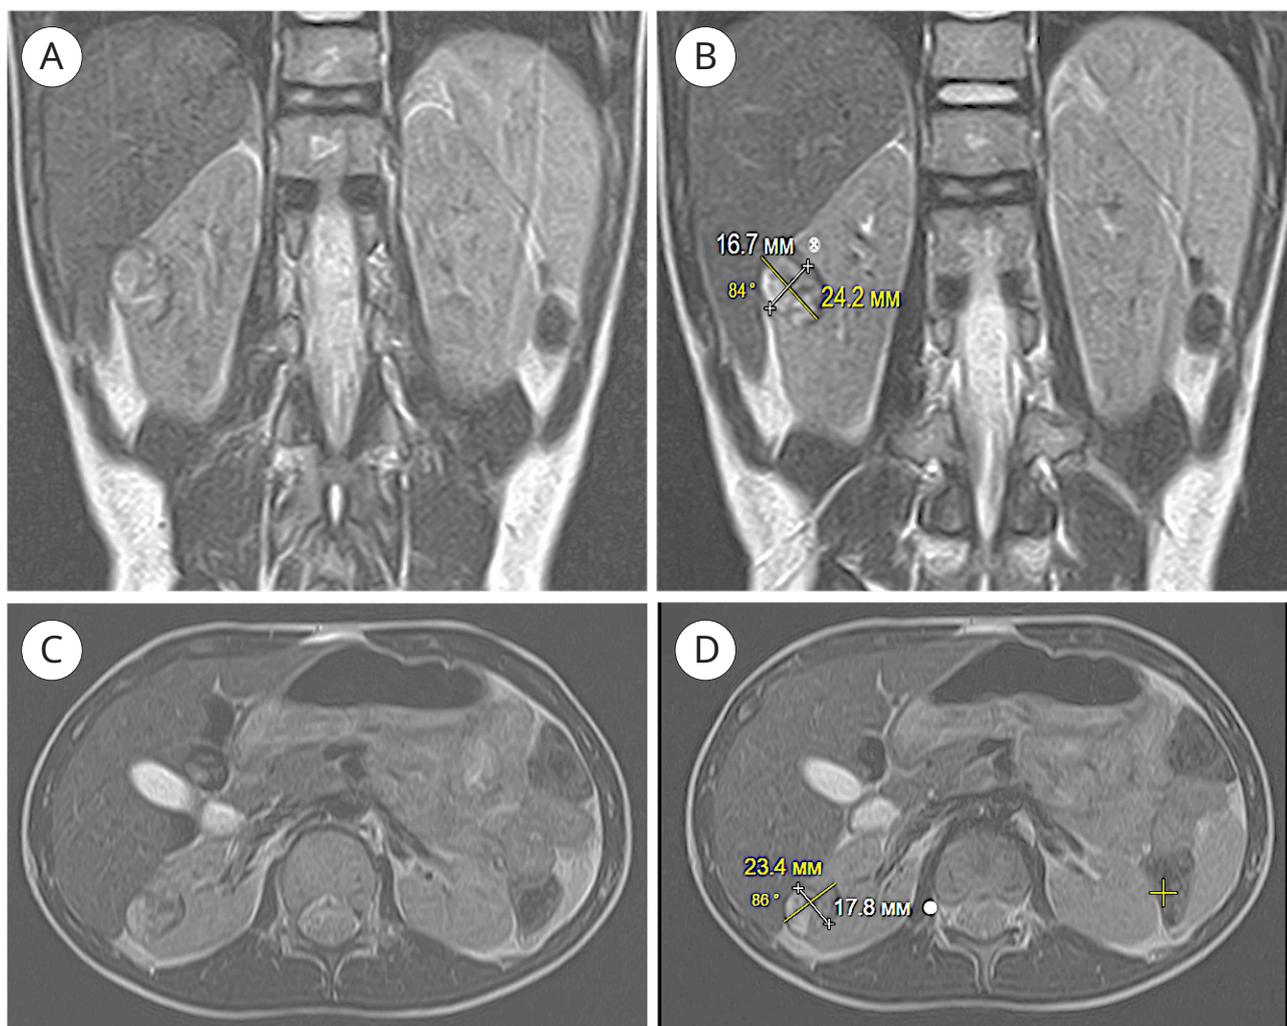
МРТ почек (октябрь 2022 года). Очаговое образование 16,7 × 24,2 × 23,4 мм, без кровотока в узле: А, В — фронтальная, С, D — аксиальная проекции
